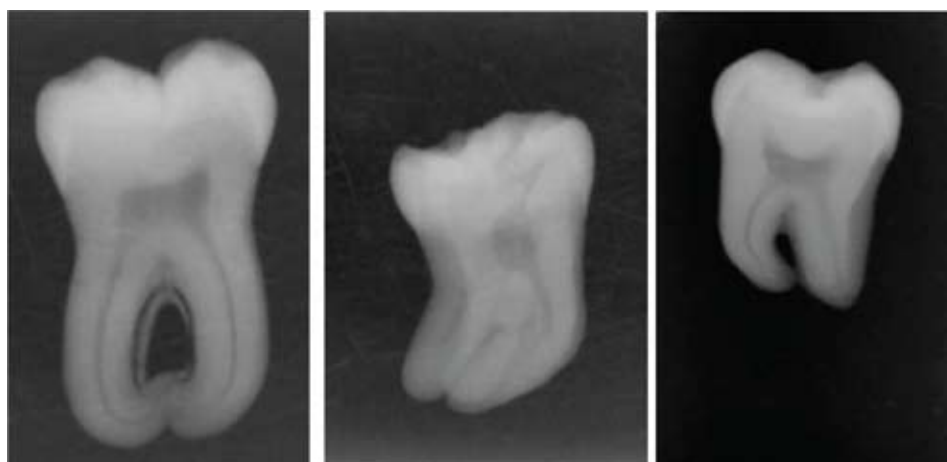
Рентгенологическое исследование для определения углов изгиба корневых каналов по методике S. Schneider
